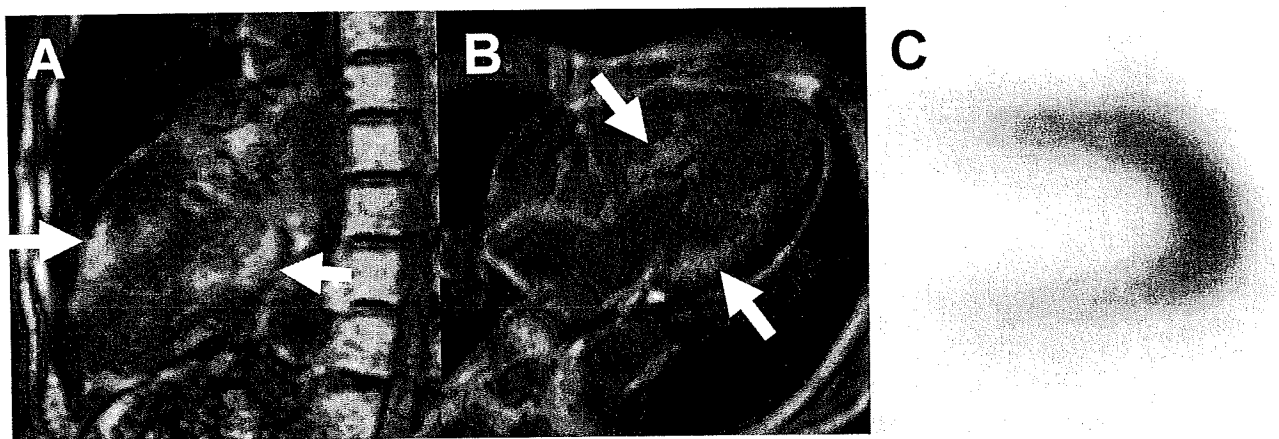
Sagittal (A) and axial (B) view of late-enhancement images of cardiovascular magnetic resonance showing diffuse enhancement circumferentially involving the subendocardial myocardium (arrows). (C) Myocardial scintigram using technetium-99m pyrophosphate ($^{99m}\text{Tc-PYP}$) showing high uptake of radioactive tracer.
